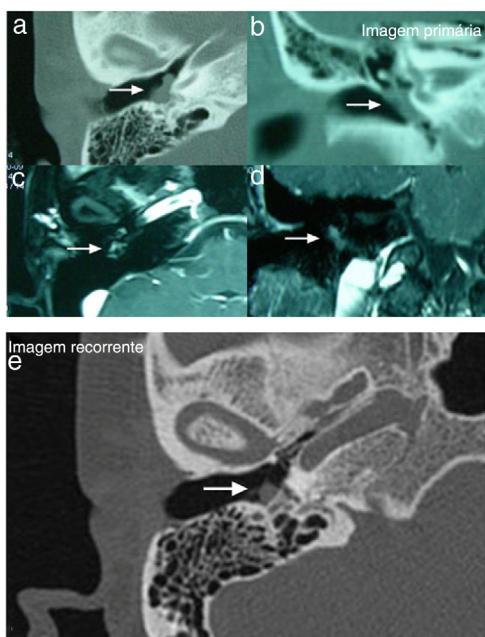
TC e RM do osso temporal do Caso 3. As imagens a, b, c, d mostraram que a lesão estava localizada no meso- e no hipotímano com encapsulamento da cadeia ossicular na TC do osso temporal (a, axial; b, coronal), mostrava aumento moderado com administração de gadolínio na RM (c, axial; d, coronal). A imagem “e” mostrou recidiva do tumor na TC de alta resolução do osso temporal (e, axial) e a presença de massa que demonstrava isointensidade, localizada na membrana timpânica, sem erosão óssea.
